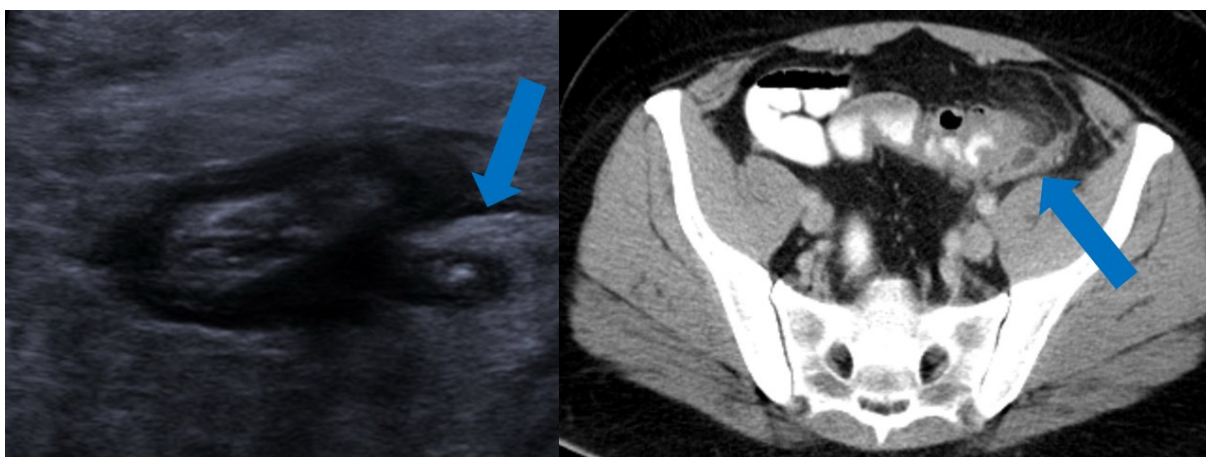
Rechtes Bild: Sonographie bei unkomplizierter Sigmadivertikulitis, CDD 1b. Der Pfeil markiert die Peridivertikulitis. Linkes Bild: CT-Abdomen des gleichen Patienten, der Pfeil markiert einen Mikroabszess, der sonographisch nicht detektiert wurde. Bildnachweis: Uniklinik RWTH Aachen, Klinik für Diagnostische und Interventionelle Radiologie, mit Genehmigung der Klinikdirektorin Prof. Dr. C. Kuhl.
